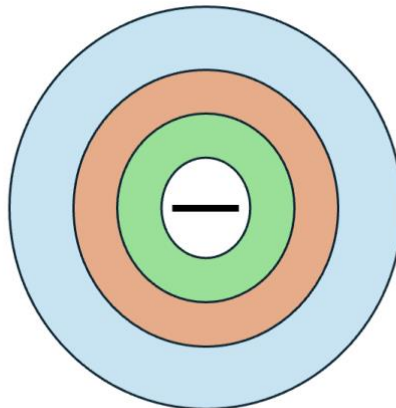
Aufbau eines MRT
